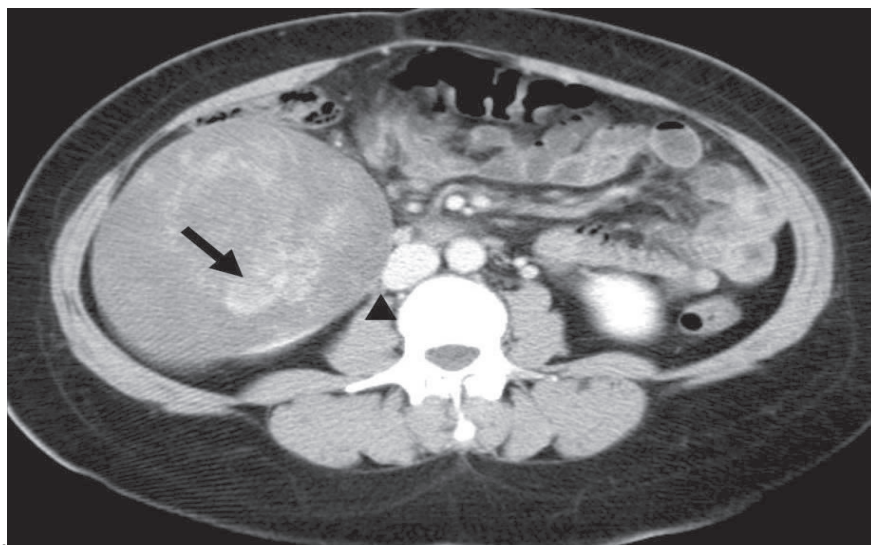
On contrast enhanced axial CT scan, a renal mass with smooth contours and minimally enhanced internal components (arrow) is demonstrated. The mass is neighboring the inferior vena cava and compressing the right ureter (arrowhead).
